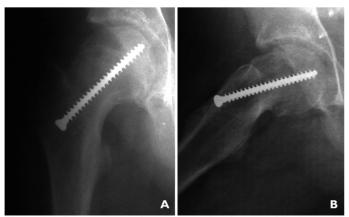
Radiografias após 10 meses de pós-operatório do quadril direito em posição de frente (A) e perfil (B).
